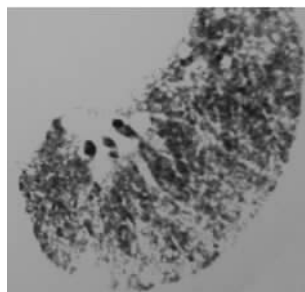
HRCT 显示两肺广泛分布的斑片状磨玻璃样阴影, 伴小叶间隔增厚, 见“铺路石”征, 呈地图样分布
